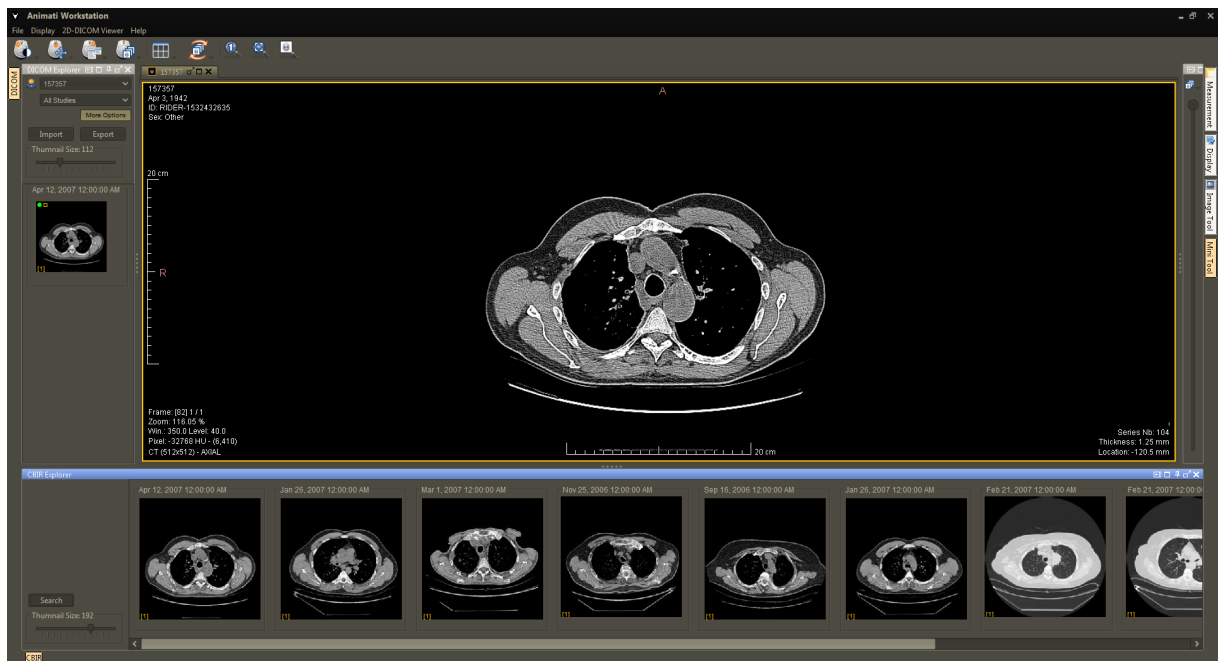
Imagem problema (*query*) de tomografia de pulmão na altura do tórax e o conjunto de *thumbnails* que representam as imagens recuperadas mostradas na interface CBIR do PACS da Animati.
